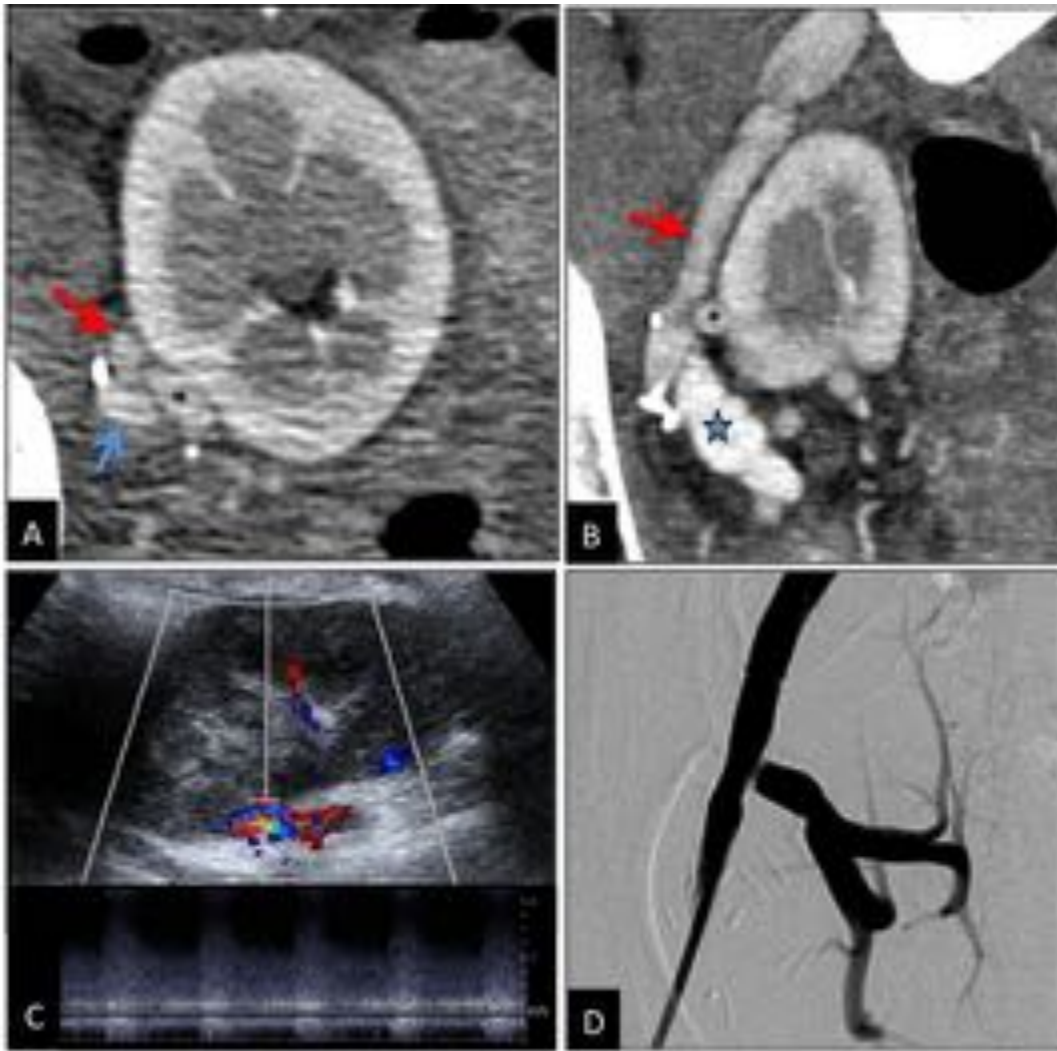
Estenosis de la arteria renal en la anastomosis. TC abdominopélvico con contraste intravenoso en fase nefrográfica (A), reconstrucción MPR en plano coronal (B), estudio de ecografía (B) y confirmación con angiografía (D). En estudio Doppler color se sospechó por un aumento focal de la velocidad en la anastomosis. Asterisco negro = Arteria renal; flecha roja = arteria ilíaca externa; flecha azul = vena ilíaca externa; estrella azul = vena renal.
